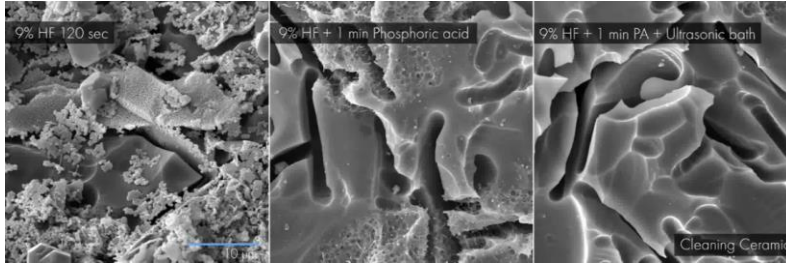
Kondicionimi i qeramikës me acid hidrofluorik (HF 9%), dhe pastrimi nga debridet e acidifikimit me ac. Fosforik (PA) dhe banjo ultrasonike.
